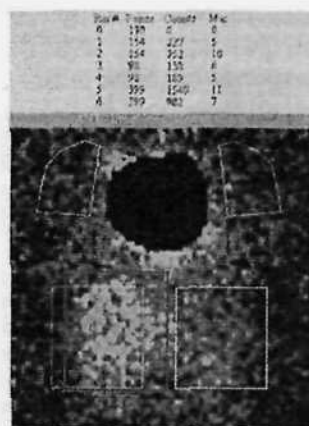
Лимфосцинтиграмма. Накопление радиофармпрепарата у пациента 1-й подгруппы 4-й группы произошло в основном в проекции печени (слева, отмечено красным контуром). Накопление радиофармпрепарата у пациента 2-й подгруппы 4-й группы произошло в основном в проекции селезенки (справа, отмечено зелёным контуром)
